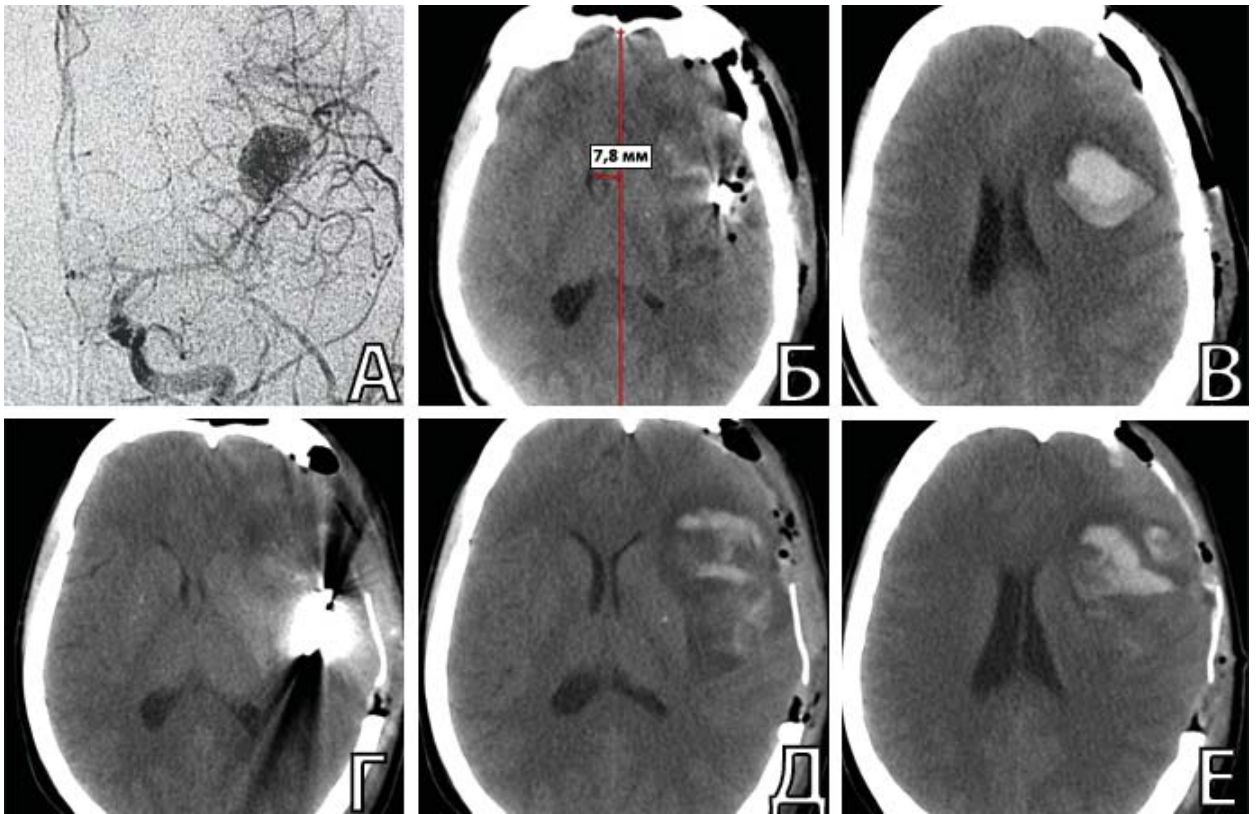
Вторичная ДТЧ у пациентки В., 34 лет, оперированной на 4 сутки САК из аневризмы М2-сегмента СМА слева. А. ЦАГ до операции: определяется КА М2-сегмента СМА слева; Б, В. КТ головы через несколько часов после операции: определяется ЛД на 7,8 мм вправо, отечность в зоне операции и ВМГ левой лобной доли; Г, Д, Е. КТ головы в первые сутки после ревизионной операции: на фоне ДТЧ отмечается уменьшение дислокационного синдрома
